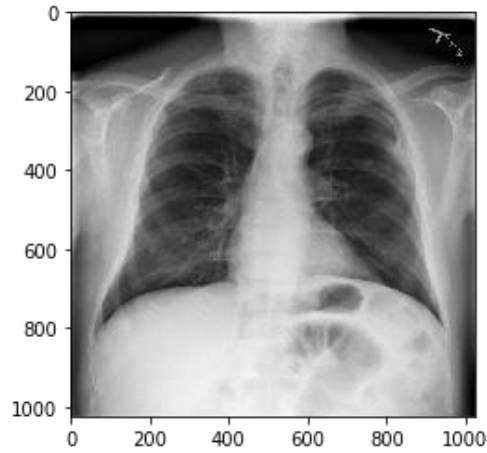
33 Kütle Tanısı İçin Röntgen Görüntüsü
